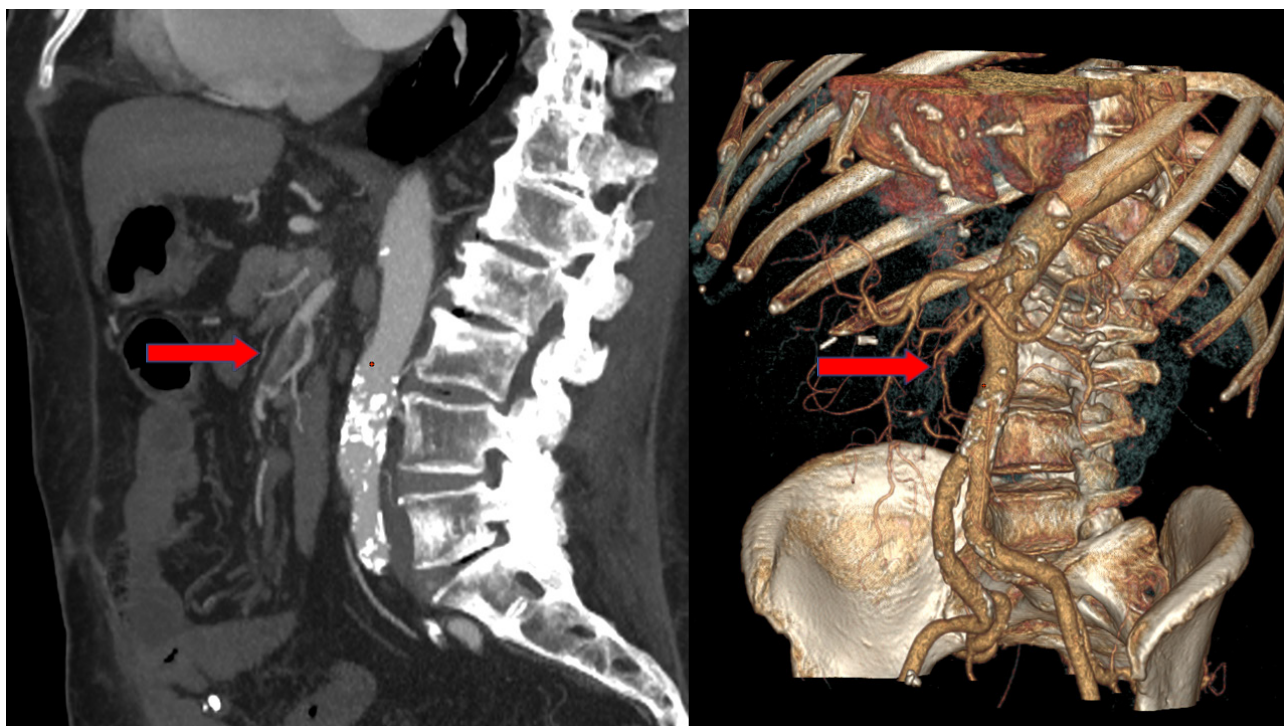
МСКТ-ангиография сосудов брюшного отдела аорты:
